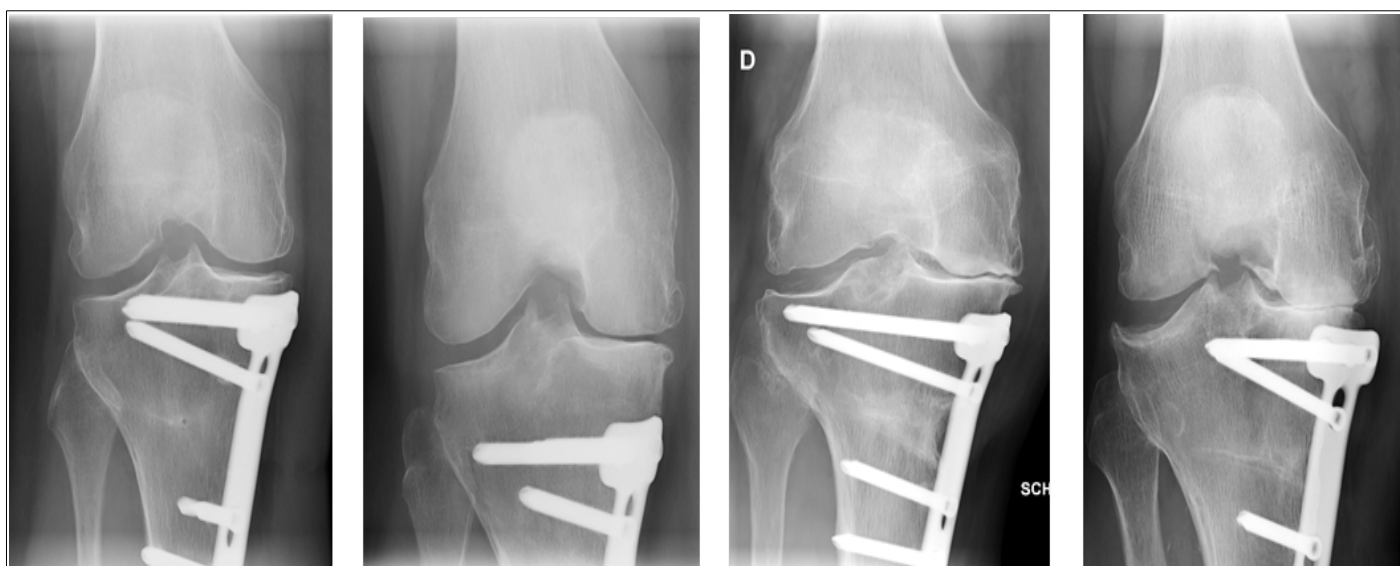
Exemples de stades d'Ahlbäck 1 à 4 sur radiographie en schuss
